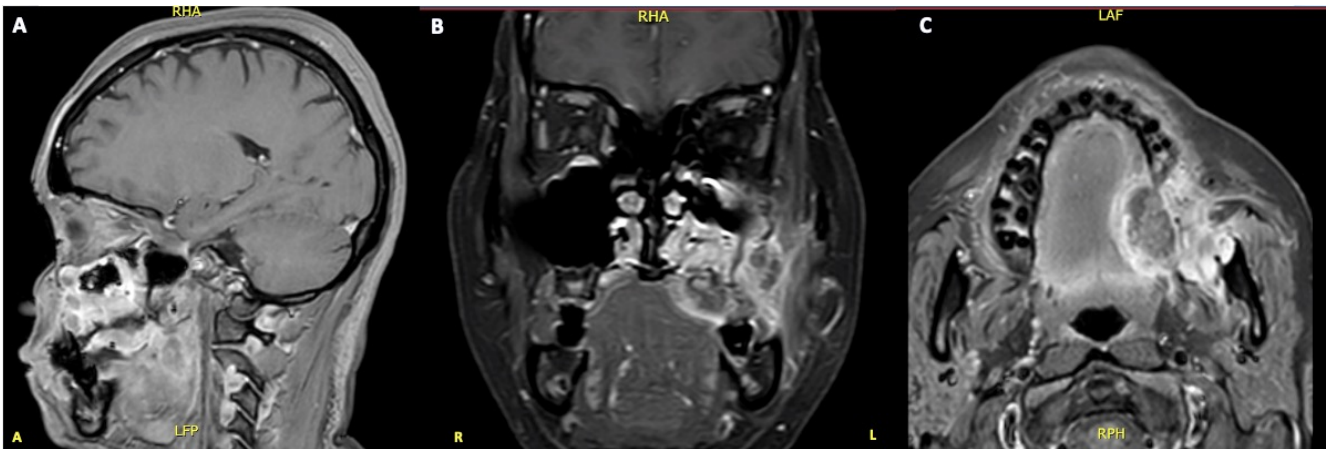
Resonancia magnética de cara. A: corte sagital mostrando lesión hipo-hiperdensa con disrupción cortical. B: corte coronal evidenciando extensión a hueso cigomático. C: corte axial demostrando compromiso de estructuras profundas y destrucción ósea maxilar.
